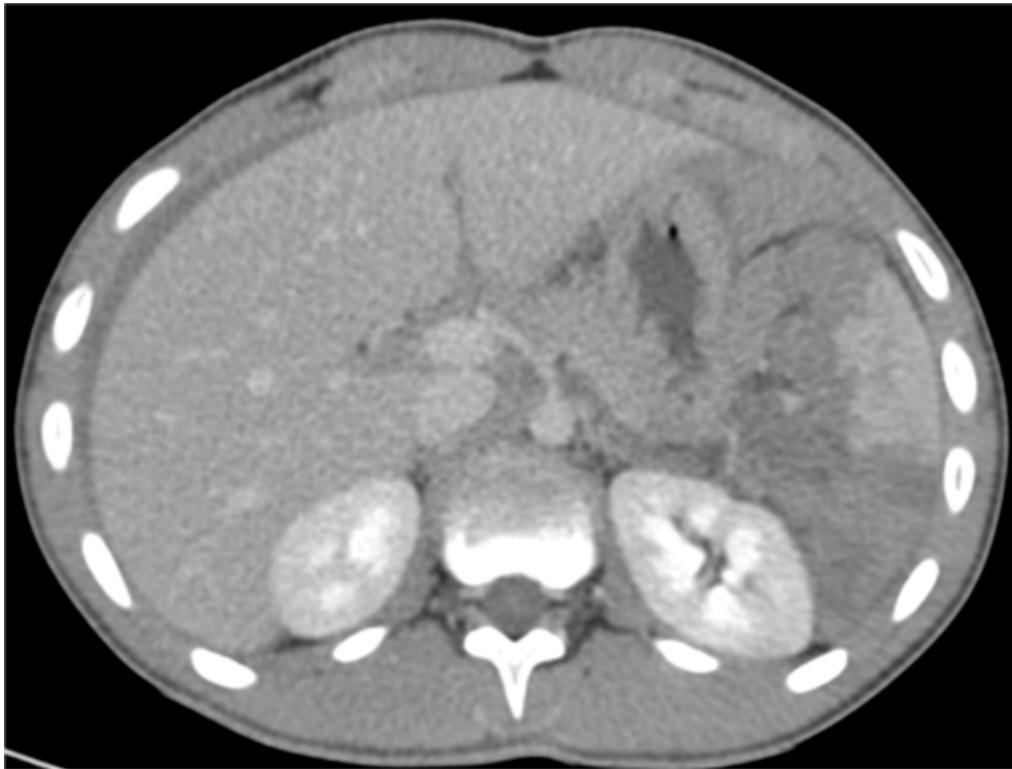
Paciente de 14 años de edad con traumatismo esplénico grado IV en la TC inicial que 24 horas postraumatismo presentó hipotensión y taquicardia sin respuesta a transfusiones, por lo que fue sometido a esplenectomía urgente.
